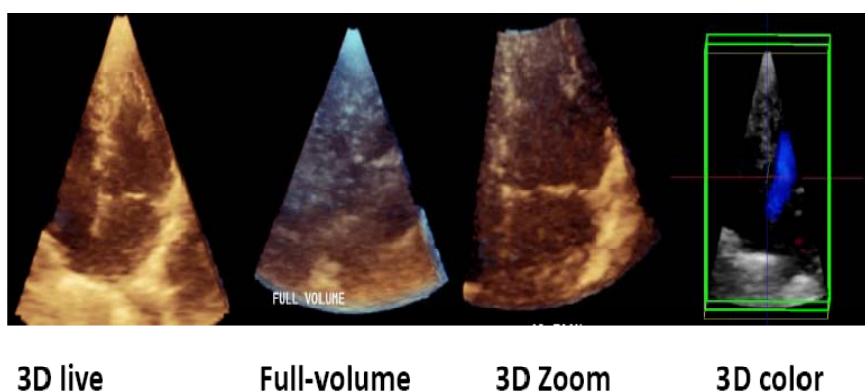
Os quatro modos de aquisição da imagem pela ecocardiografia 3D
